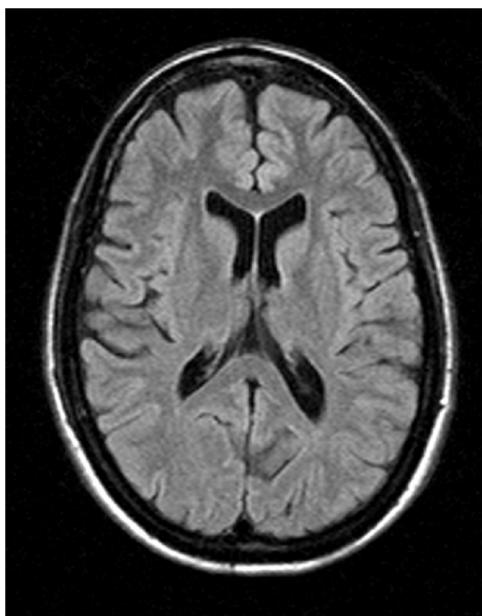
RMN del encéfalo.
